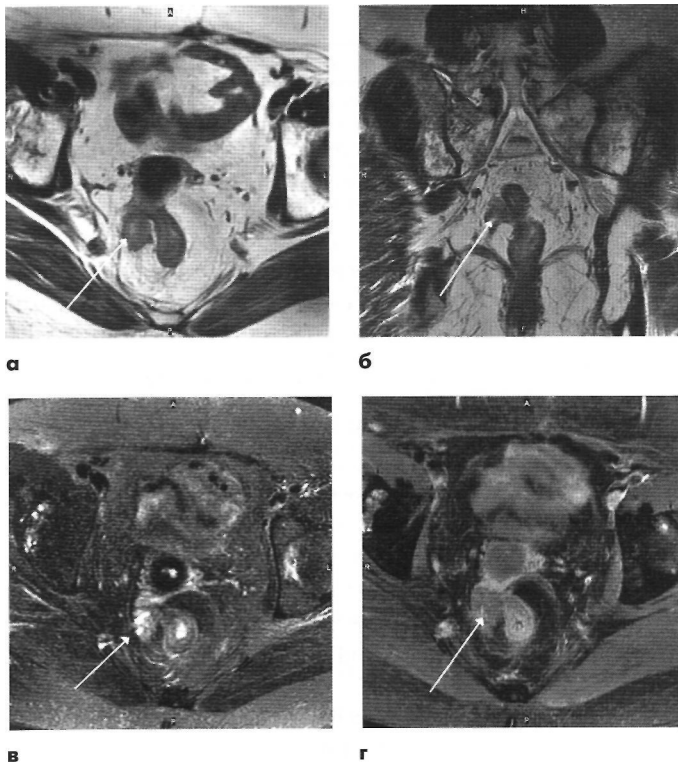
Женщина, 66 лет. В анамнезе экстирпация матки с придатками в 1997 году, полихимиотерапия и лучевая терапия по поводу рака яичников. Лечение осложнилось постлучевым проктитом - произведена резекция стенки прямой кишки. При гинекологическом осмотре возникло подозрение на рецидив заболевания. При МР-томографии органов малого таза на T2-ВИ в аксиальной (а) и коронарной (б) плоскостях правее и несколько выше культи шейки матки определяется мягкотканое образование (стрелки), размерами 29x17x17 мм, с достаточно четкими, бугристыми контурами, интимно прилежащее к стенке сигмовидной кишки. В аксиальной плоскости на T2-ВИ с подавлением сигнала от жировой ткани (в) хорошо определяется солидно-кистозный характер образования. После внутривенного введения контрастного вещества (гадолиний ЭДТА) объемное образование неомогенно, не интенсивно накапливает контраст. Данные МРТ с большой вероятностью указывают на рецидив опухоли.
